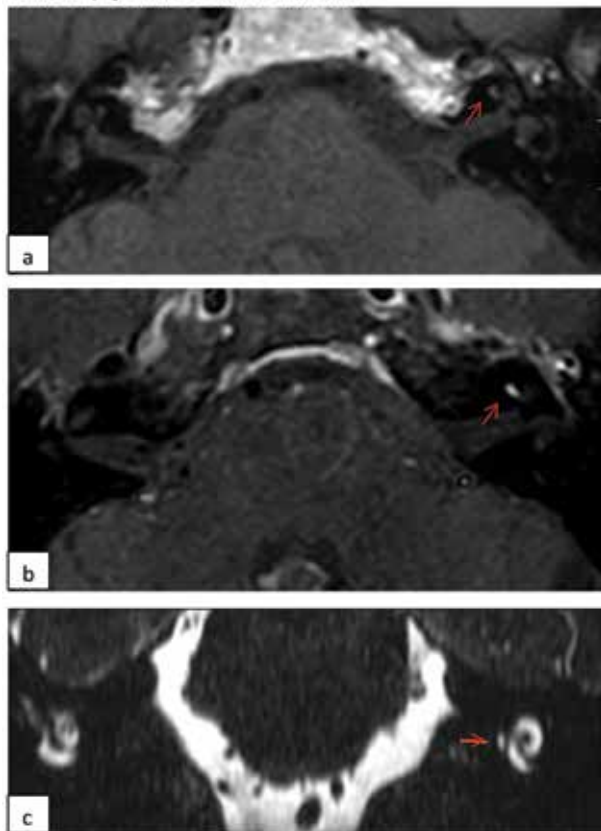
RMN de conductos auditivos internos a) corte axial, secuencia T1 sin contraste, b) corte axial secuencia T1 con contraste, c) corte coronal secuencia T2.
